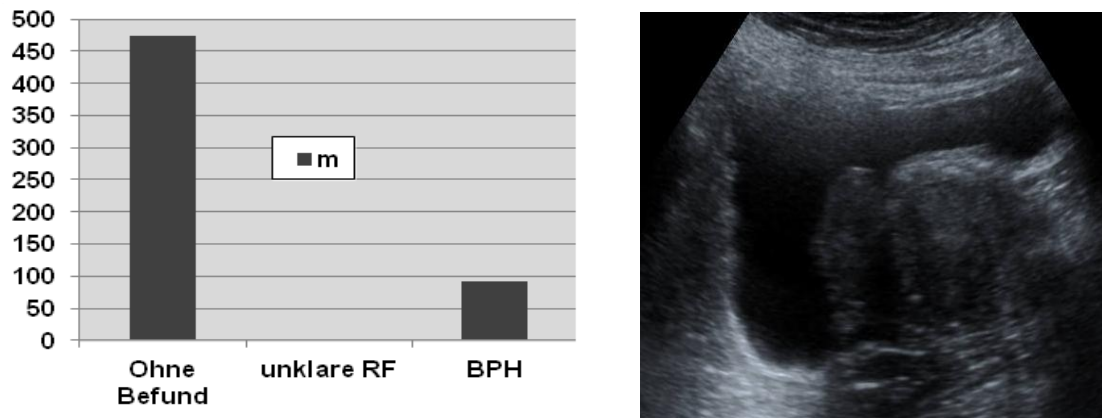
Befunde der Prostata (siehe Tabelle 16) und eine vergrößerte Prostata mit Impression des Blasenbodens in der Sonographie
